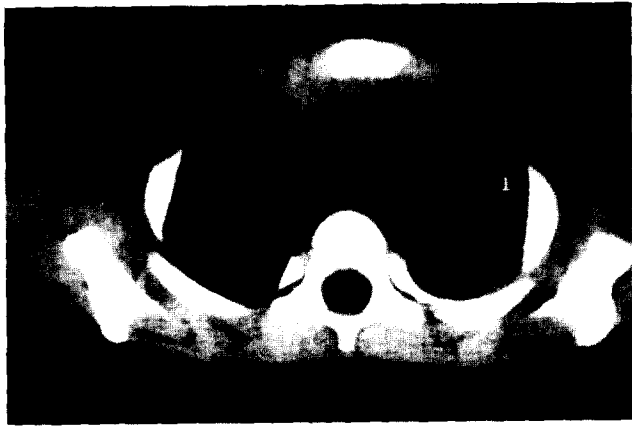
CT scan. There is a huge mass at Lt. postero-superior mediastinum which compress the intrathoracic organ.
